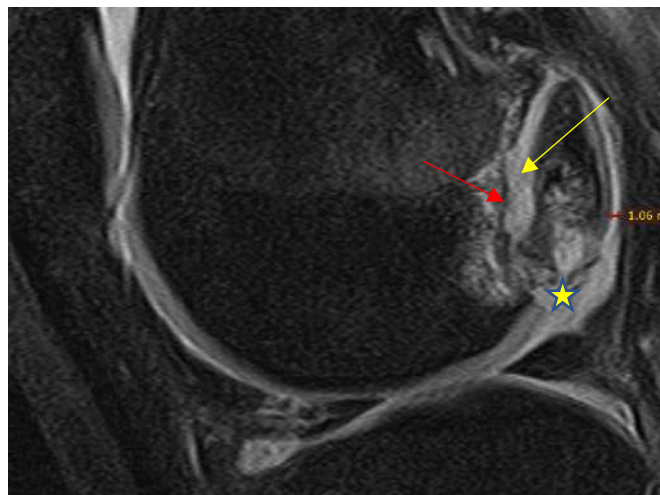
Рисунок №13. МРТ коленного сустава пациента Ч, 17 лет., в режиме PDFS.
